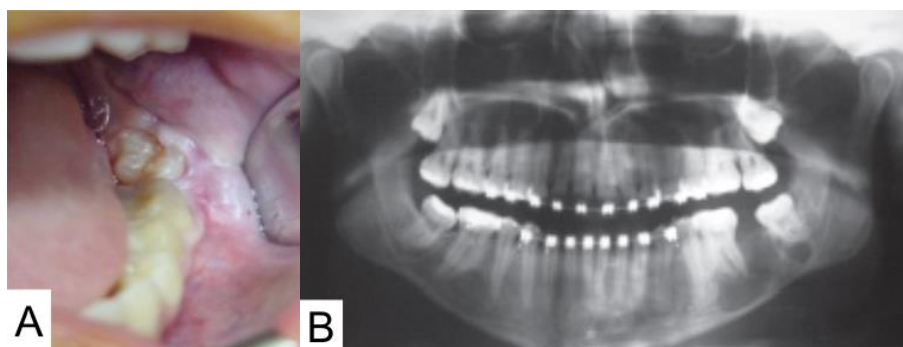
Fibroma Ameloblástico. A: no exame físico, geralmente não é encontrada nenhuma alteração digna de nota. B: na radiografia panorâmica, é possível notar lesão radiolúcida, circunscrita, com halo radiopaco e mal definido em região de ângulo de mandíbula à esquerda. Fonte: Bertoni *et al*, 2012.
